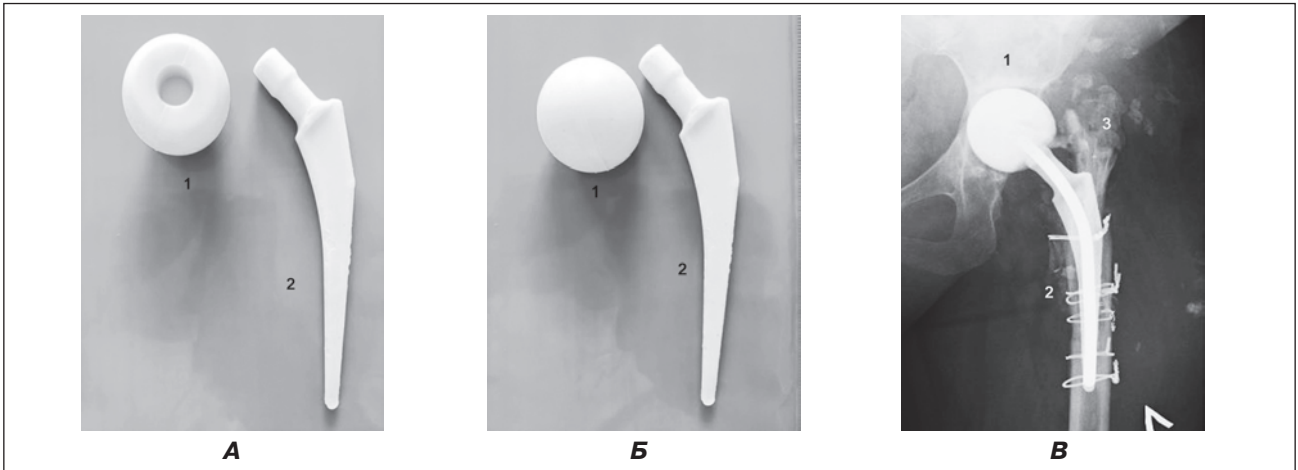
Спейсер II покоління для виконання першого етапу ДРЕ: А, Б – вигляд спейсера (окремі частини – спейсер-ніжка, спейсер-головка); В – вигляд спейсера на рентгенівському знімку
